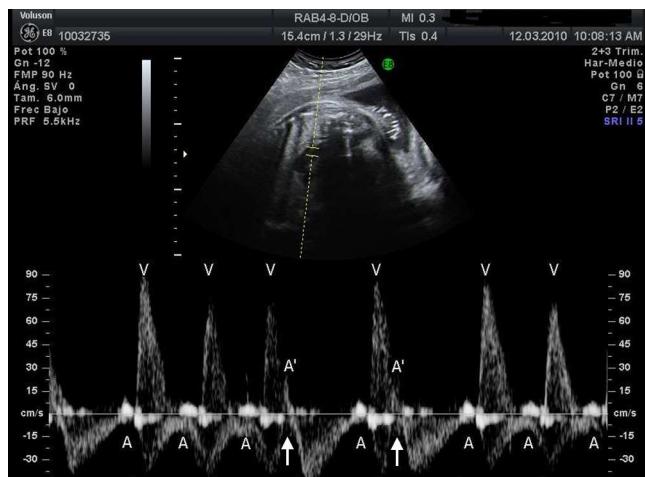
Registro doppler (simultáneo de cava superior y aorta) de extrasístoles bloqueadas (A'). Se puede apreciar cómo A' se adelanta respecto a la contracción auricular del latido sinusal (A) y no es seguida de contracción ventricular (V).
